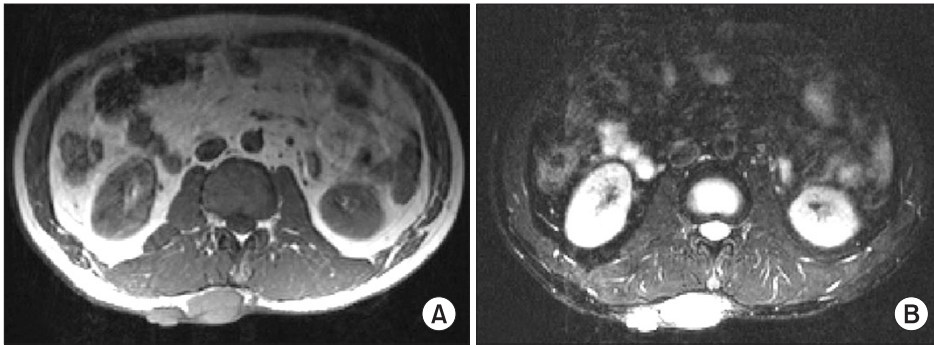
MR images of Kimura's disease in the back are presented. (A) An axial fat-suppressed T2-weighted MR image shows well-defined masses in the back, with the signal intensity higher than that of muscle (B) An axial T1-weighted MR image shows the soft tissue masses with the signal intensity similar to muscle's.
